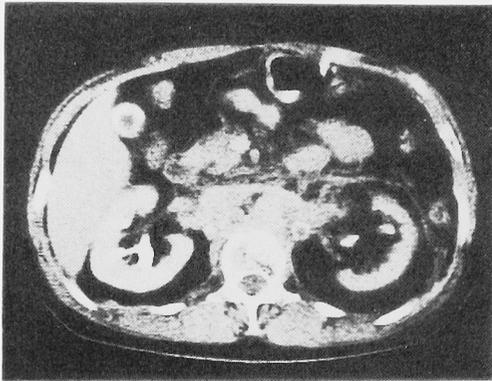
CT scan at the end of treatment. Reduction rate of the tumor size was more than 50%.
